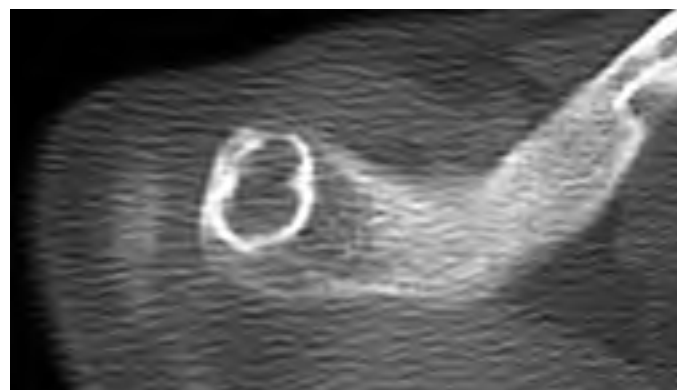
TAC amb imatge lítica amb esclerosis al terç distal de la clavícula en comunicació amb l'articulació.
